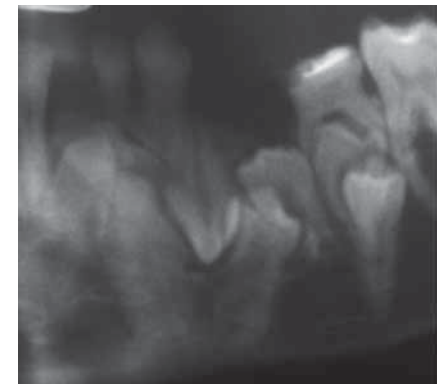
Рентген-снимок пациента С-ч, К., 11 лет, с множественной формой ретенции зубов. Прорезывание 33 зуба в противоположном направлении
